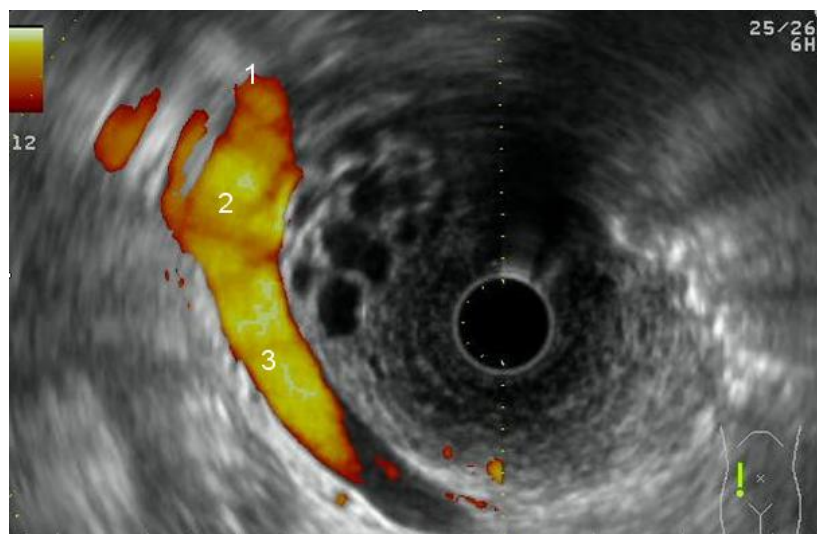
aspect de tumeur kystique du pancréas avec de petites formations kystiques sans calcifications ni bourgeons : aspect en nid d'abeille évoquant en premier un cystadénome séreux. Noter l'intégrité du tronc porte (1), du confluent spléno-mésaraïque (2) et de la veine splénique (3) à l'écho-doppler
